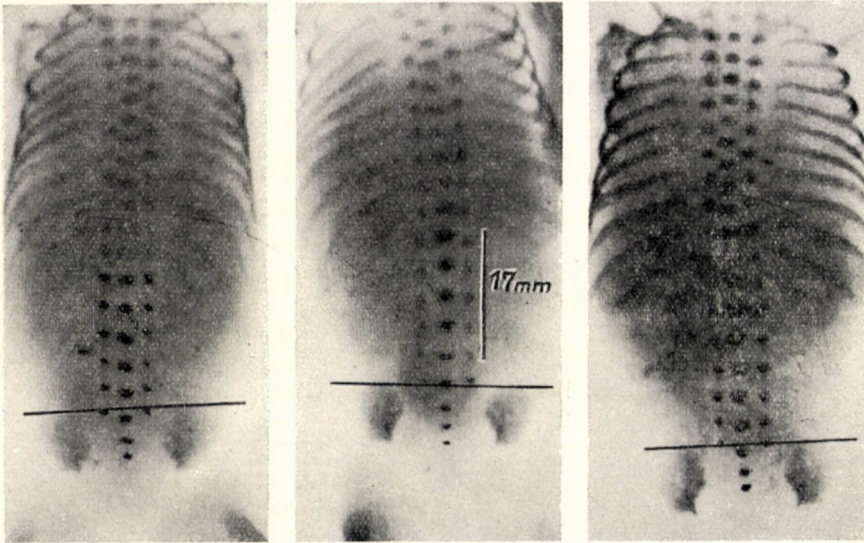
Lumbale Röntgenaufnahme verschiedener Fetusse von einer 16,17 bzw. 21 mm lumbalen Wirbelsäulenlänge. Die sakralen 1-3 Körperkerne lassen sich gut beobachten, Bogenkerne sind noch nicht vorhanden
